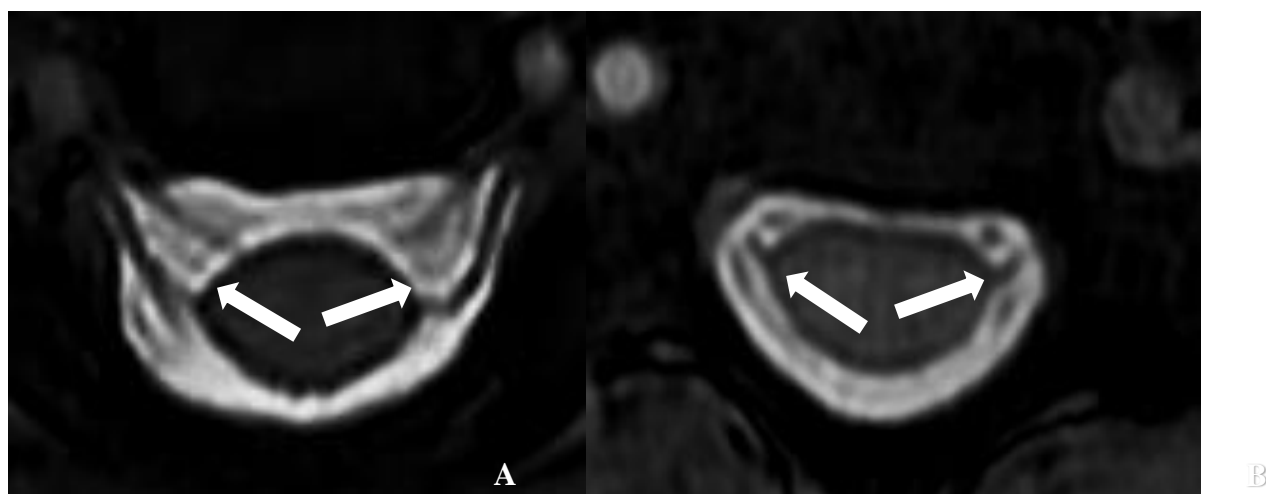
Imagens 3D COSMIC em RM de 3,0 T (A) e 1,5 T (B) do mesmo nível cervical C4. Os ligamentos denteados são bem visíveis em ambos os equipamentos.
